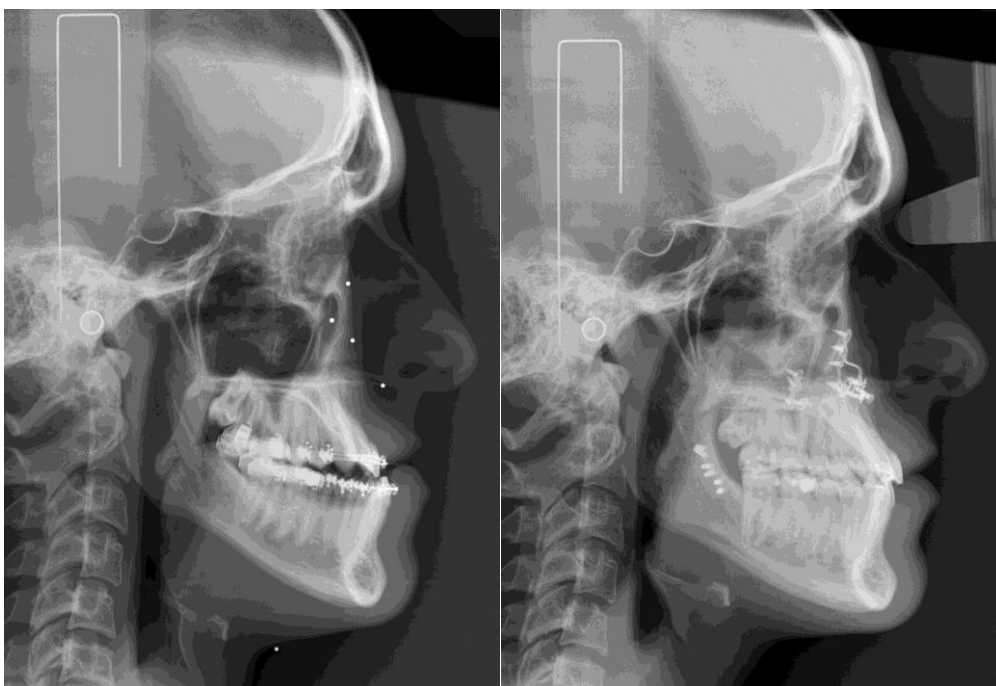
Telerradiografía prequirúrgica y postquirúrgica. Paciente con clase III.
